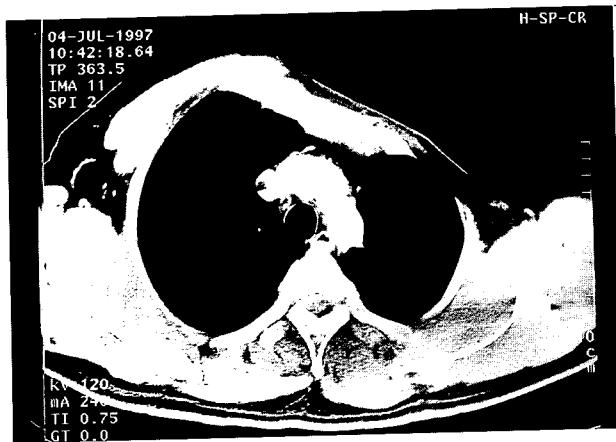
Chest Computer Tomography
